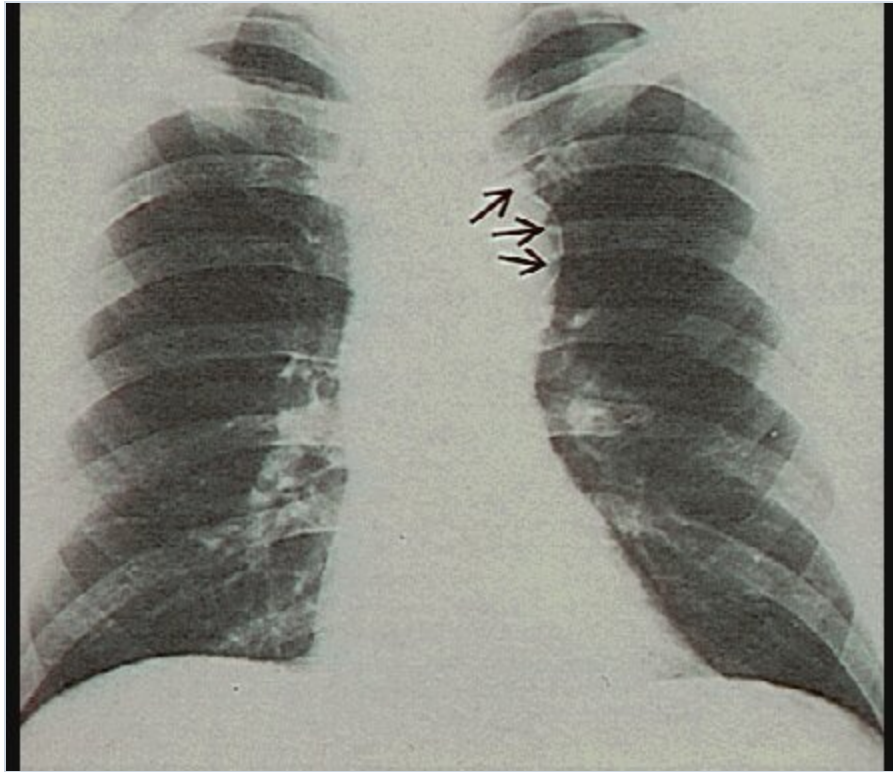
Aneurisma postraumático de la aorta Radiografía pósterioanterior de tórax (a) que muestra un aneurisma postraumático en el istmo de la aorta. Resulta evidente la calcificación (flechas) en la pared del aneurisma, que se desarrolló en un policía de 45 años que había sufrido lesiones en el tórax en un accidente en motocicleta 24 años antes. La lesión había crecido lentamente durante el periodo de observación de 10 años después de su descubrimiento. El aneurisma, delimitado por la angiografía (b), fue extirpado en forma satisfactoria.
